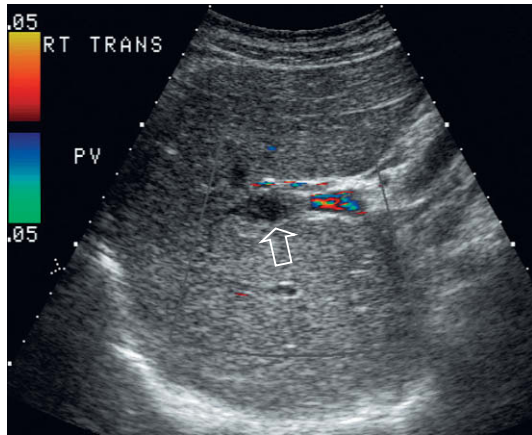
Imagen oblicua de Doppler color del hilio hepático. Se ha establecido adecuadamente una frecuencia de repetición de pulsos a nivel bajo. No obstante, el chorro de flujo resulta visible en la vena porta extrahepática, pero dentro del propio hígado no se identifica flujo en color. De hecho, hay ecos de bajo nivel en la vena porta que indican un trombo fresco (flecha).
